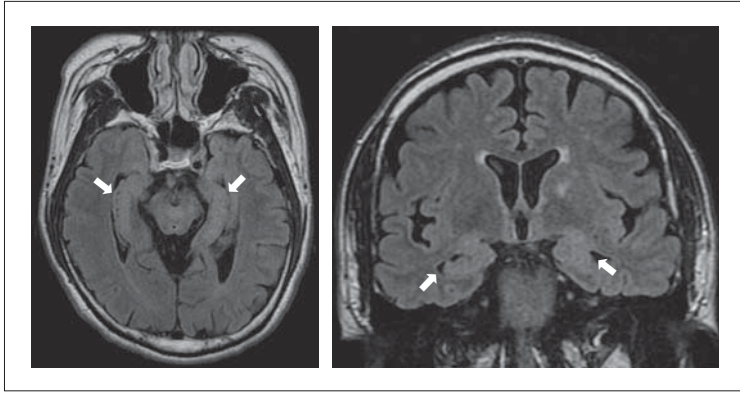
側頭葉てんかん疑いの70代男性のMRI : Fluid attenuation inversion recovery の海馬スライスでの axial 画像 (左) と coronal 画像 (右) にて, 両側海馬の軽度萎縮が認められる (白矢印)。
